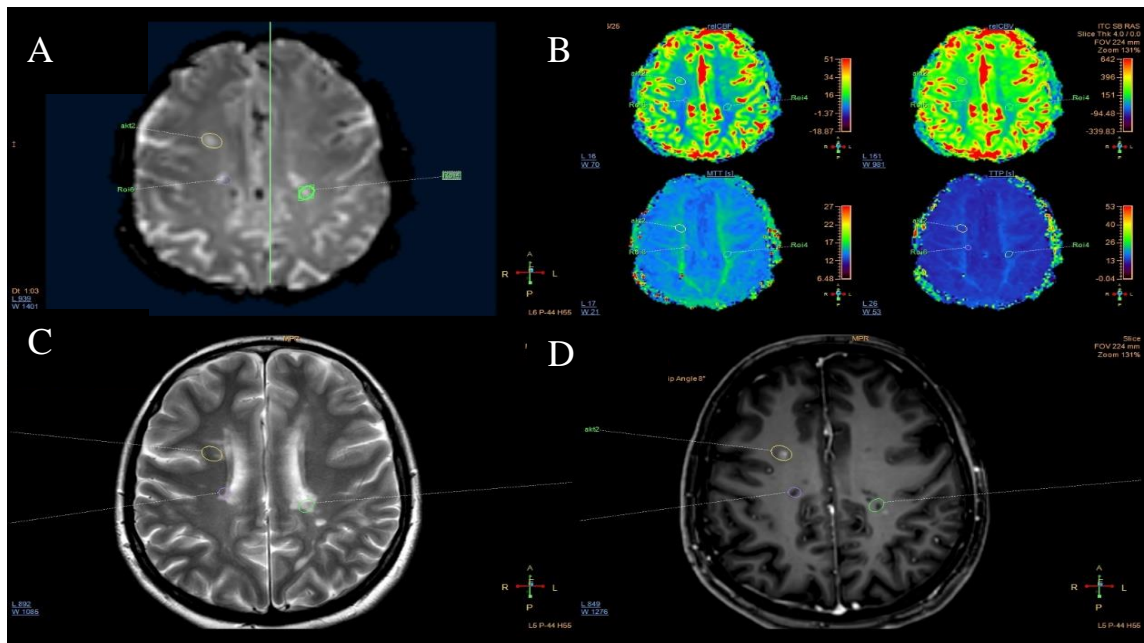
Пациент Б. (ЭМК № perf326). Ручной выбор зоны интереса (ROI) на полученных изображениях: А – динамические перфузионные изображения, В – перфузионные карты, С – T2-взвешенные изображения, Д – T1-взвешенные изображения, полученные после введения контрастного вещества
